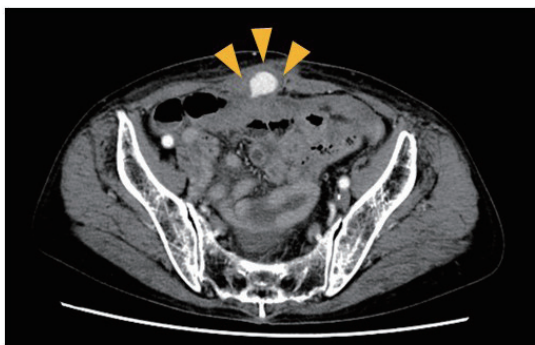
術後16日目に意識消失で救急搬送時の腹部造影CT.
